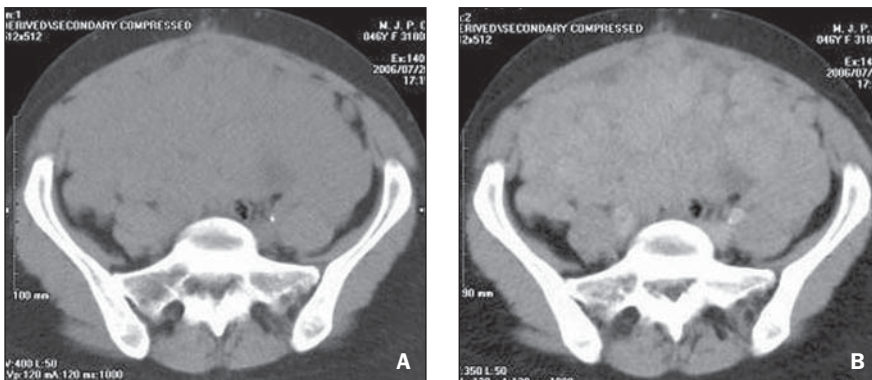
Tomografia computadorizada evidencia vários pequenos nódulos com densidade de partes moles (A), com captação homogênea do contraste venoso (B), estendendo-se da pelve ao abdome superior.
